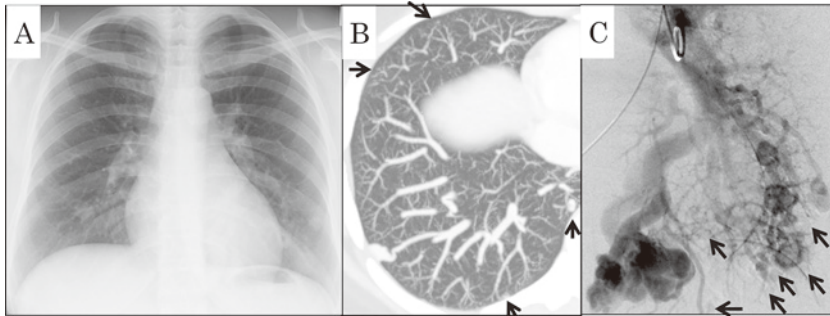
症例3 初診時の (A) 胸部単純X線写真, (B) 胸部CT (slub MIP像) および (C) 肺動脈血管造影. 胸部CTでは約10個程度のPAVMがあり, 肺野末梢にはGGOを無数に認める (矢印). 血管造影でも小さい病変を指摘できる (矢印).
